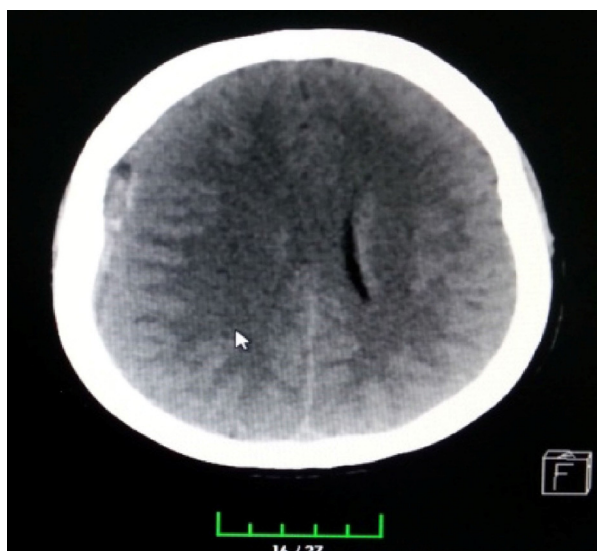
TC que mostra hematoma subdural à direita.
